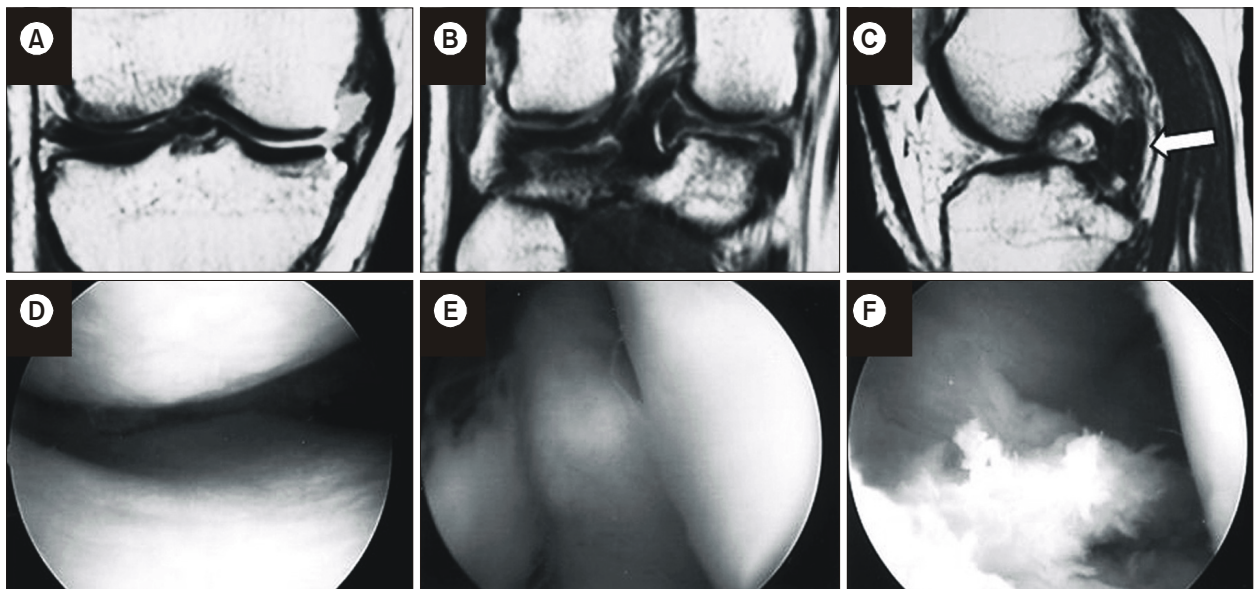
MRI (A, B, C) of the knee shows no signal of the anterior cruciate ligament, a shortened peripherally nondisplaced portion of the medial meniscus (A, B), a fragment within the intercondylar notch sign (B) and a fragment in the backside of the posterior cruciate ligament (C, posterior double PCL sign). Arthroscopic findings (D, E, and F) show the complete absence of a medial meniscus on the medial compartment of the knee joint (D). A displaced fragment of the medial meniscus can be seen at the posteromedial corner (E) and the torn medial meniscus was removed (F).
